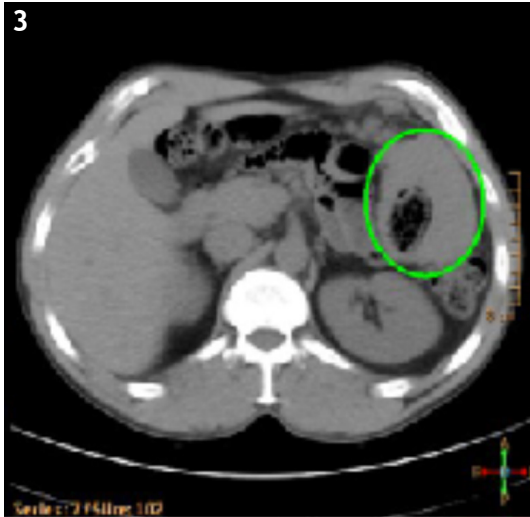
TAC: masa peritoneal, que engloba colon ascendente de 10 x 6,5 x11 cm.
